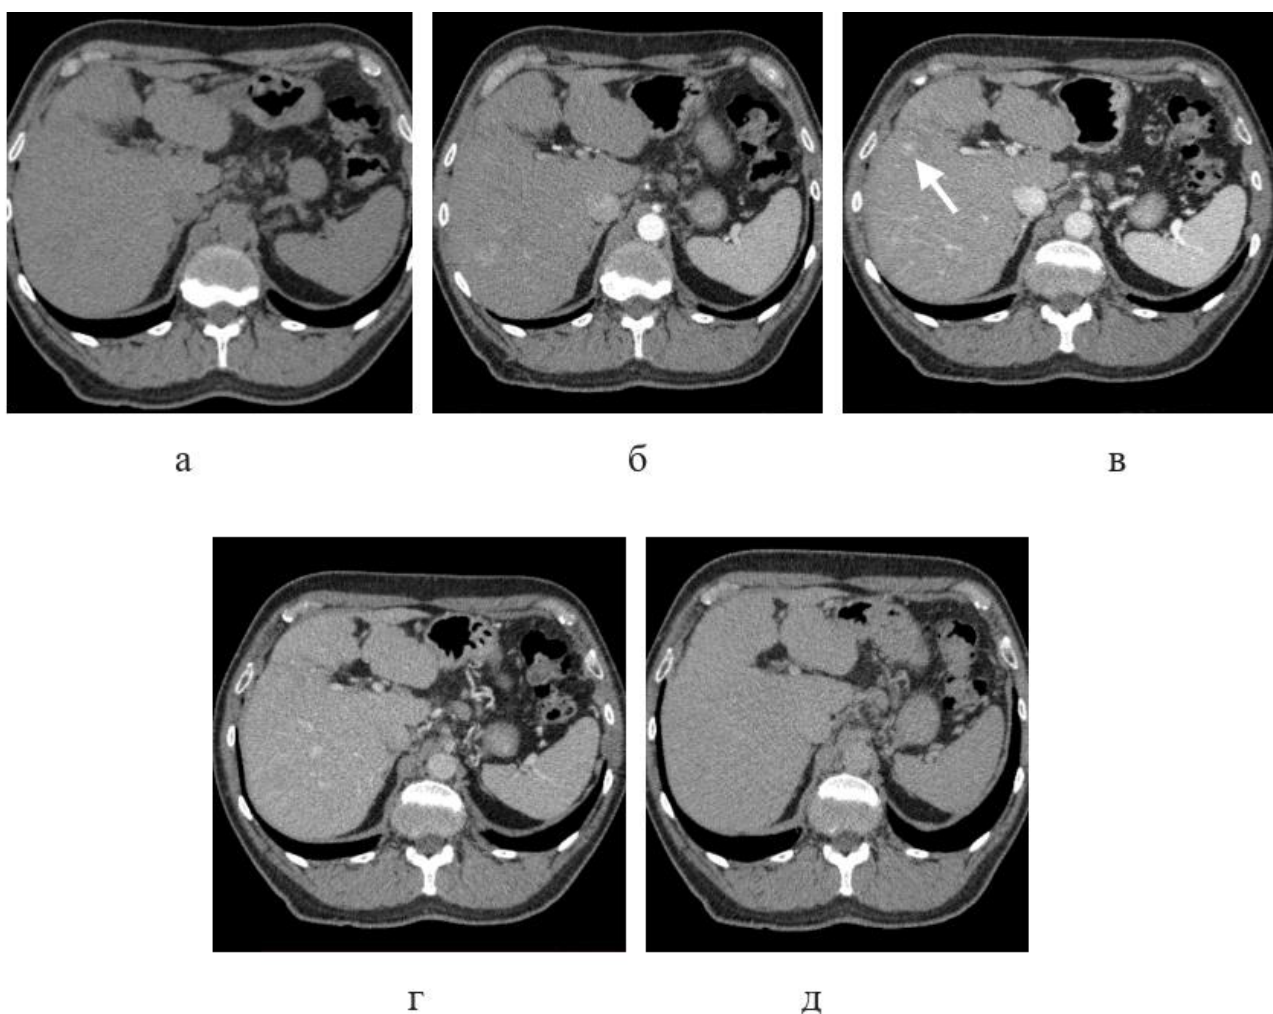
Четырехфазный протокол МСКТ пациента с гепатоцеллюлярным раком. а – нативная фаза, б – ранняя артериальная фаза (на 5-й секунде от срабатывания болюс-трекера), в – поздняя артериальная фаза (на 40-й секунде), г – венозная фаза (на 60-й секунде), д – отсроченная фаза (на 5-й минуте). В позднюю артериальную фазу определяется гиперваскулярный очаг (белая стрелка), в другие фазы не визуализируется
